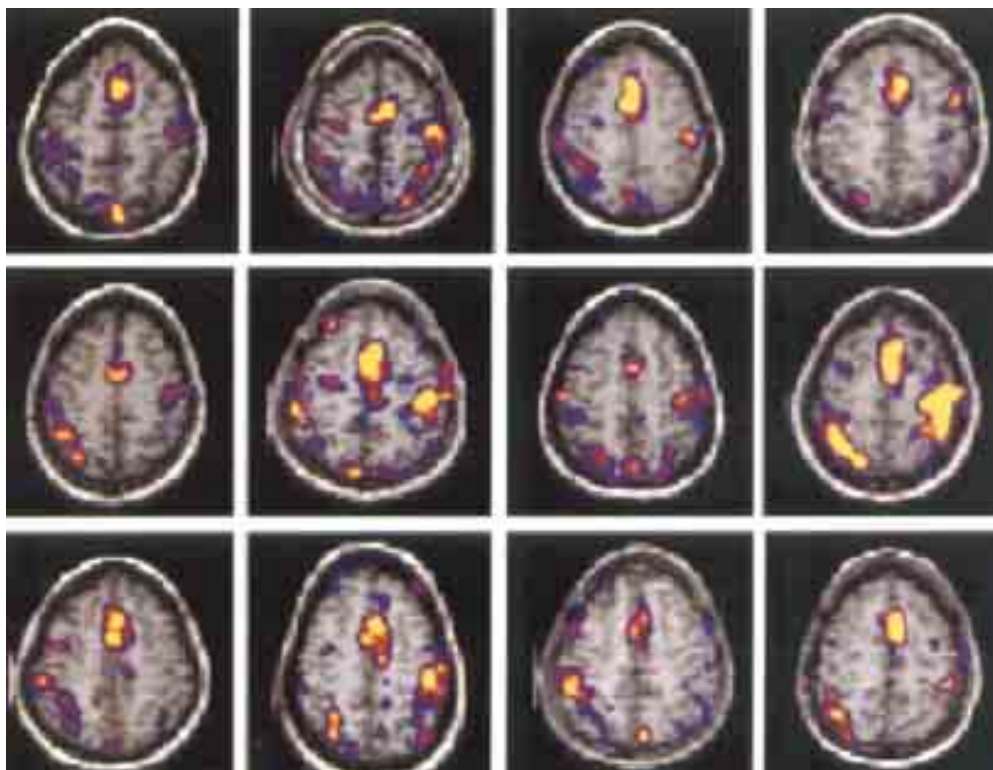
Resonancia magnética funcional (RMF), la cual muestra distintas áreas comprometidas en funciones específicas de integración cortical. Se observa atrofia cerebral y áreas de pérdida de actividad cortical.
